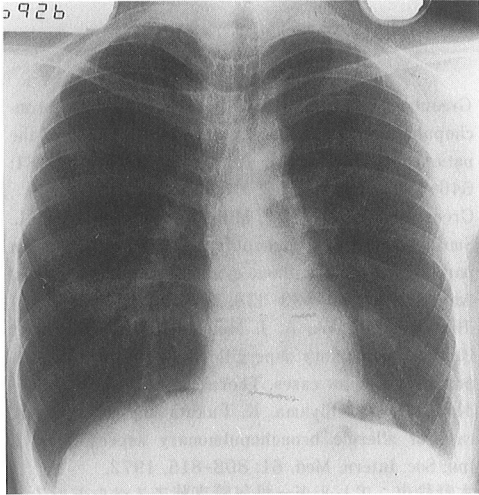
胸部X線単純写真。平成5年4月23日の間接撮影(左)では、右下肺野に浸潤影を認め、左下肺野にも横隔膜と心陰影に接する浸潤影を認めた。5月26日の直接撮影(右)では、右下肺の浸潤影は塊状影と化しており、左下肺の浸潤影も拡大していた。
